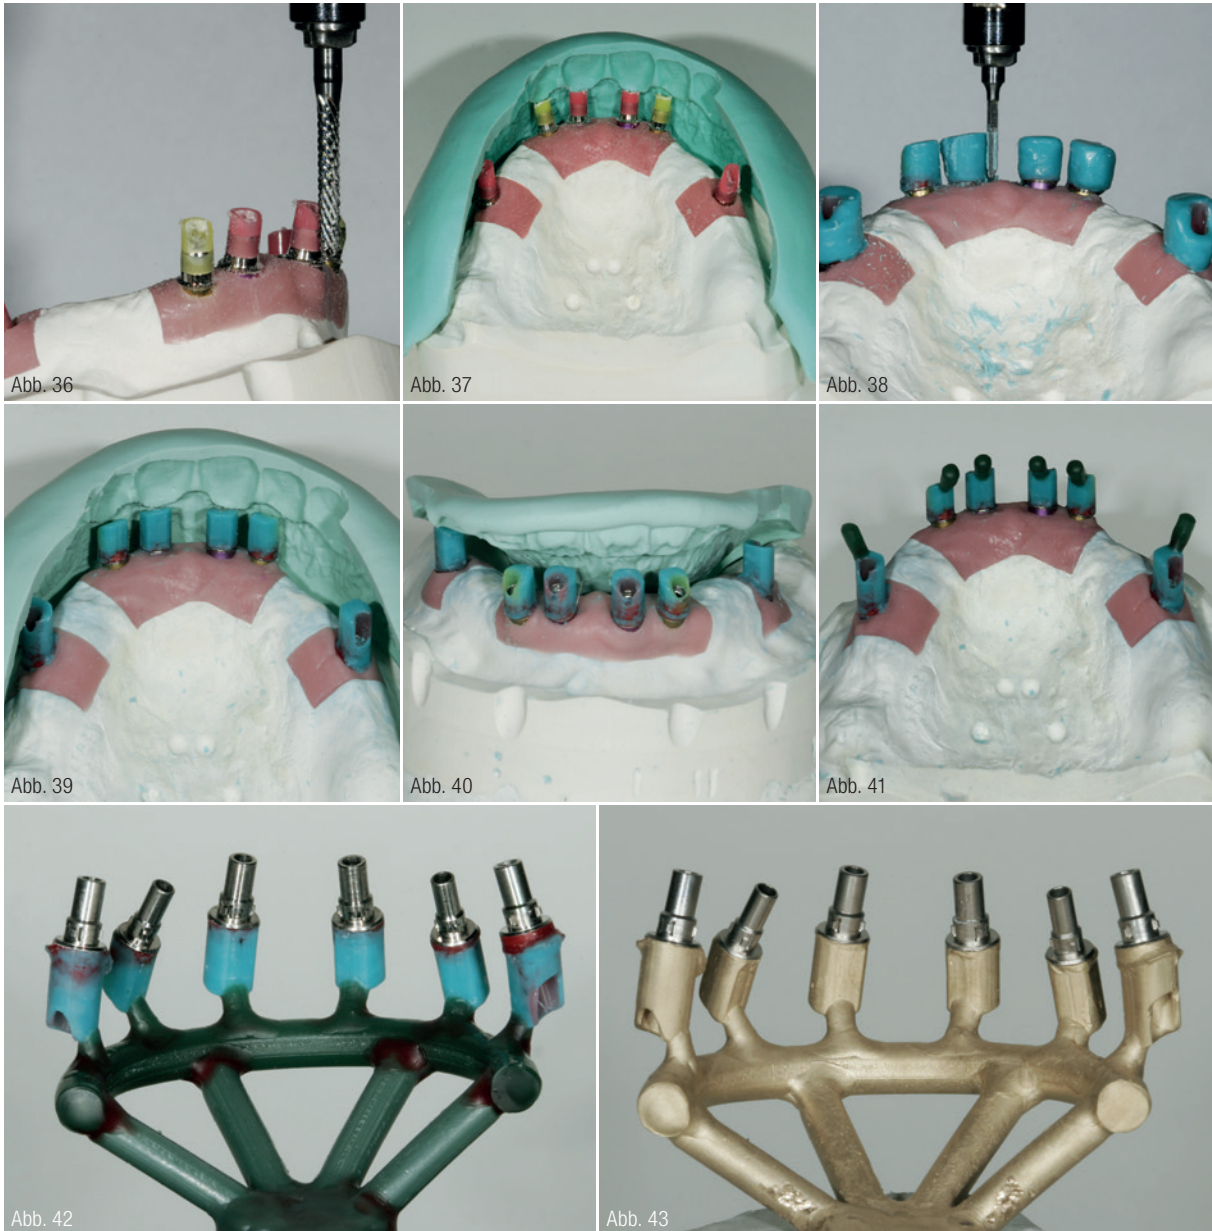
Das Vorfräsen. Abb. 37: Laufende Kontrolle der Platzverhältnisse. Abb. 38: Abutments in Wachs aufgebaut. Abb. 39: Kontrolle in Wachs gefräst, Abflachungen für TK-Snap-Elemente. Abb. 40: Kontrolle von palatinal. Abb. 41: Gusskanäle angewachst. Abb. 42: Angestiftet im offenen Ring. Abb. 43: Ein perfekter Guss mit Argenco BioLight, ohne Fehlstellen.
